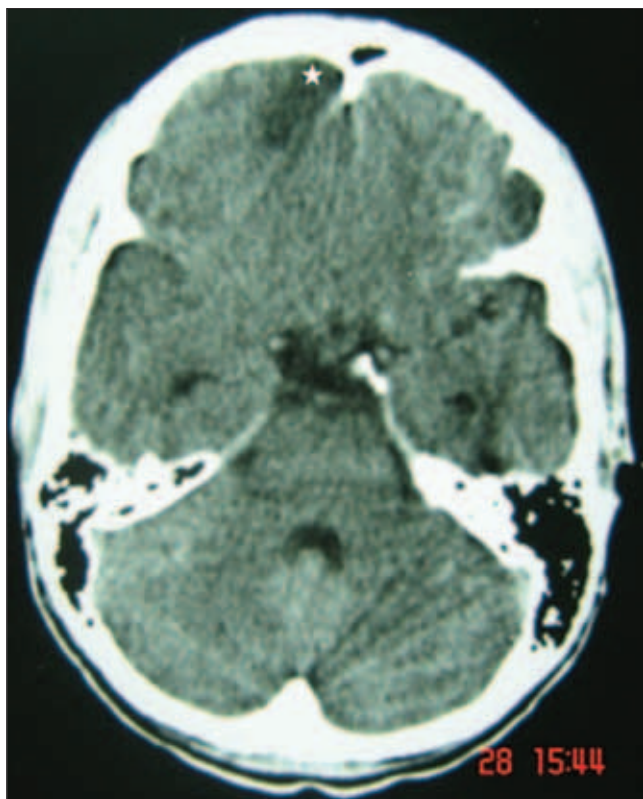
Tomografia computadorizada de crânio em corte axial com imagem hipocaptante (empiema) em lobo frontal direita (asterisco).
